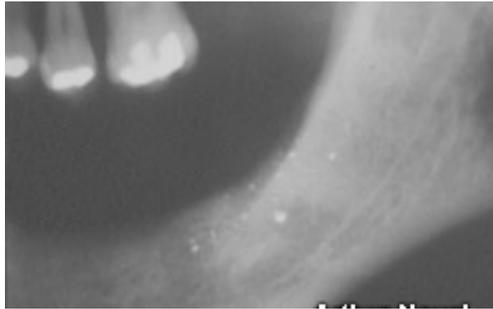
Es recomendable la realización de una radiografía para confirmar la presencia de partículas de metal.
